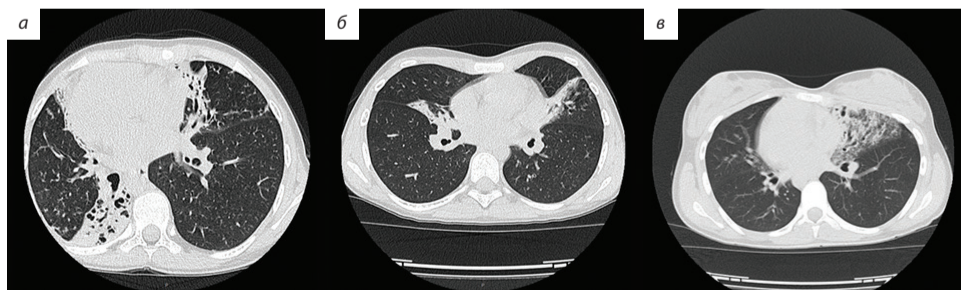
Синдром Картагенера. Компьютерные томограммы органов грудной клетки: а) обратное расположение органов грудной клетки, двусторонние фиброзные изменения, бронхоэктазы, дольковые ателектазы, фиброателектаз; б) фиброателектазы средней доли и язычковых сегментов, хронический бронхит; в) обратное расположение внутренних органов, хронический бронхит, бронхоэктазы в области средней доли.
